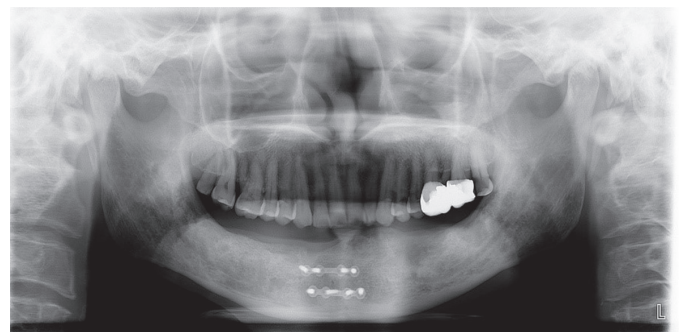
Panoramic radiograph after extraction of lower teeth.
